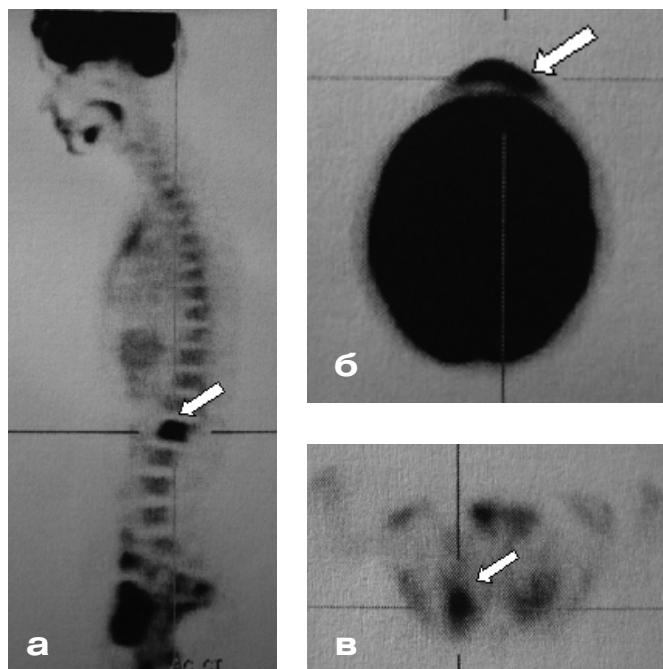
Позитронно-эмиссионная томография с ^{18}F -ФДГ. Очаги гиперфиксации препарата в теле II поясничного позвонка (а), лобной кости (б) и костях таза (в)
